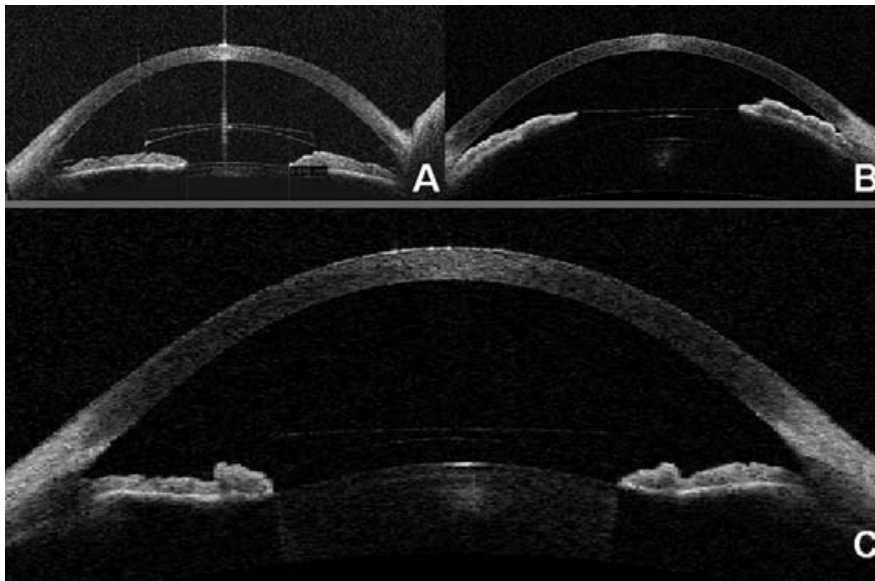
Visante optical coherence tomography of 3 different PIOLs: (A) angle-supported anterior chamber (AC) phakic intraocular lens (PIOL), (B) sulcus-supported posterior chamber (PC) PIOL, and (C) Verisyse AC PIOL. Observe the difference in clearance between each PIOL and the corneal endothelium and crystalline lens: the angle-supported PIOL is the closest to the endothelium, and the sulcus-supported PC PIOL is the closest to the crystalline lens.
